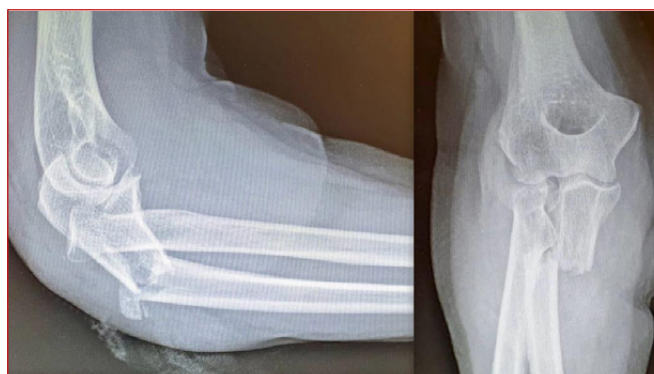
Radiografías lateral y AP de codo donde se demuestra una fractura luxación de Monteggia Bado II.
